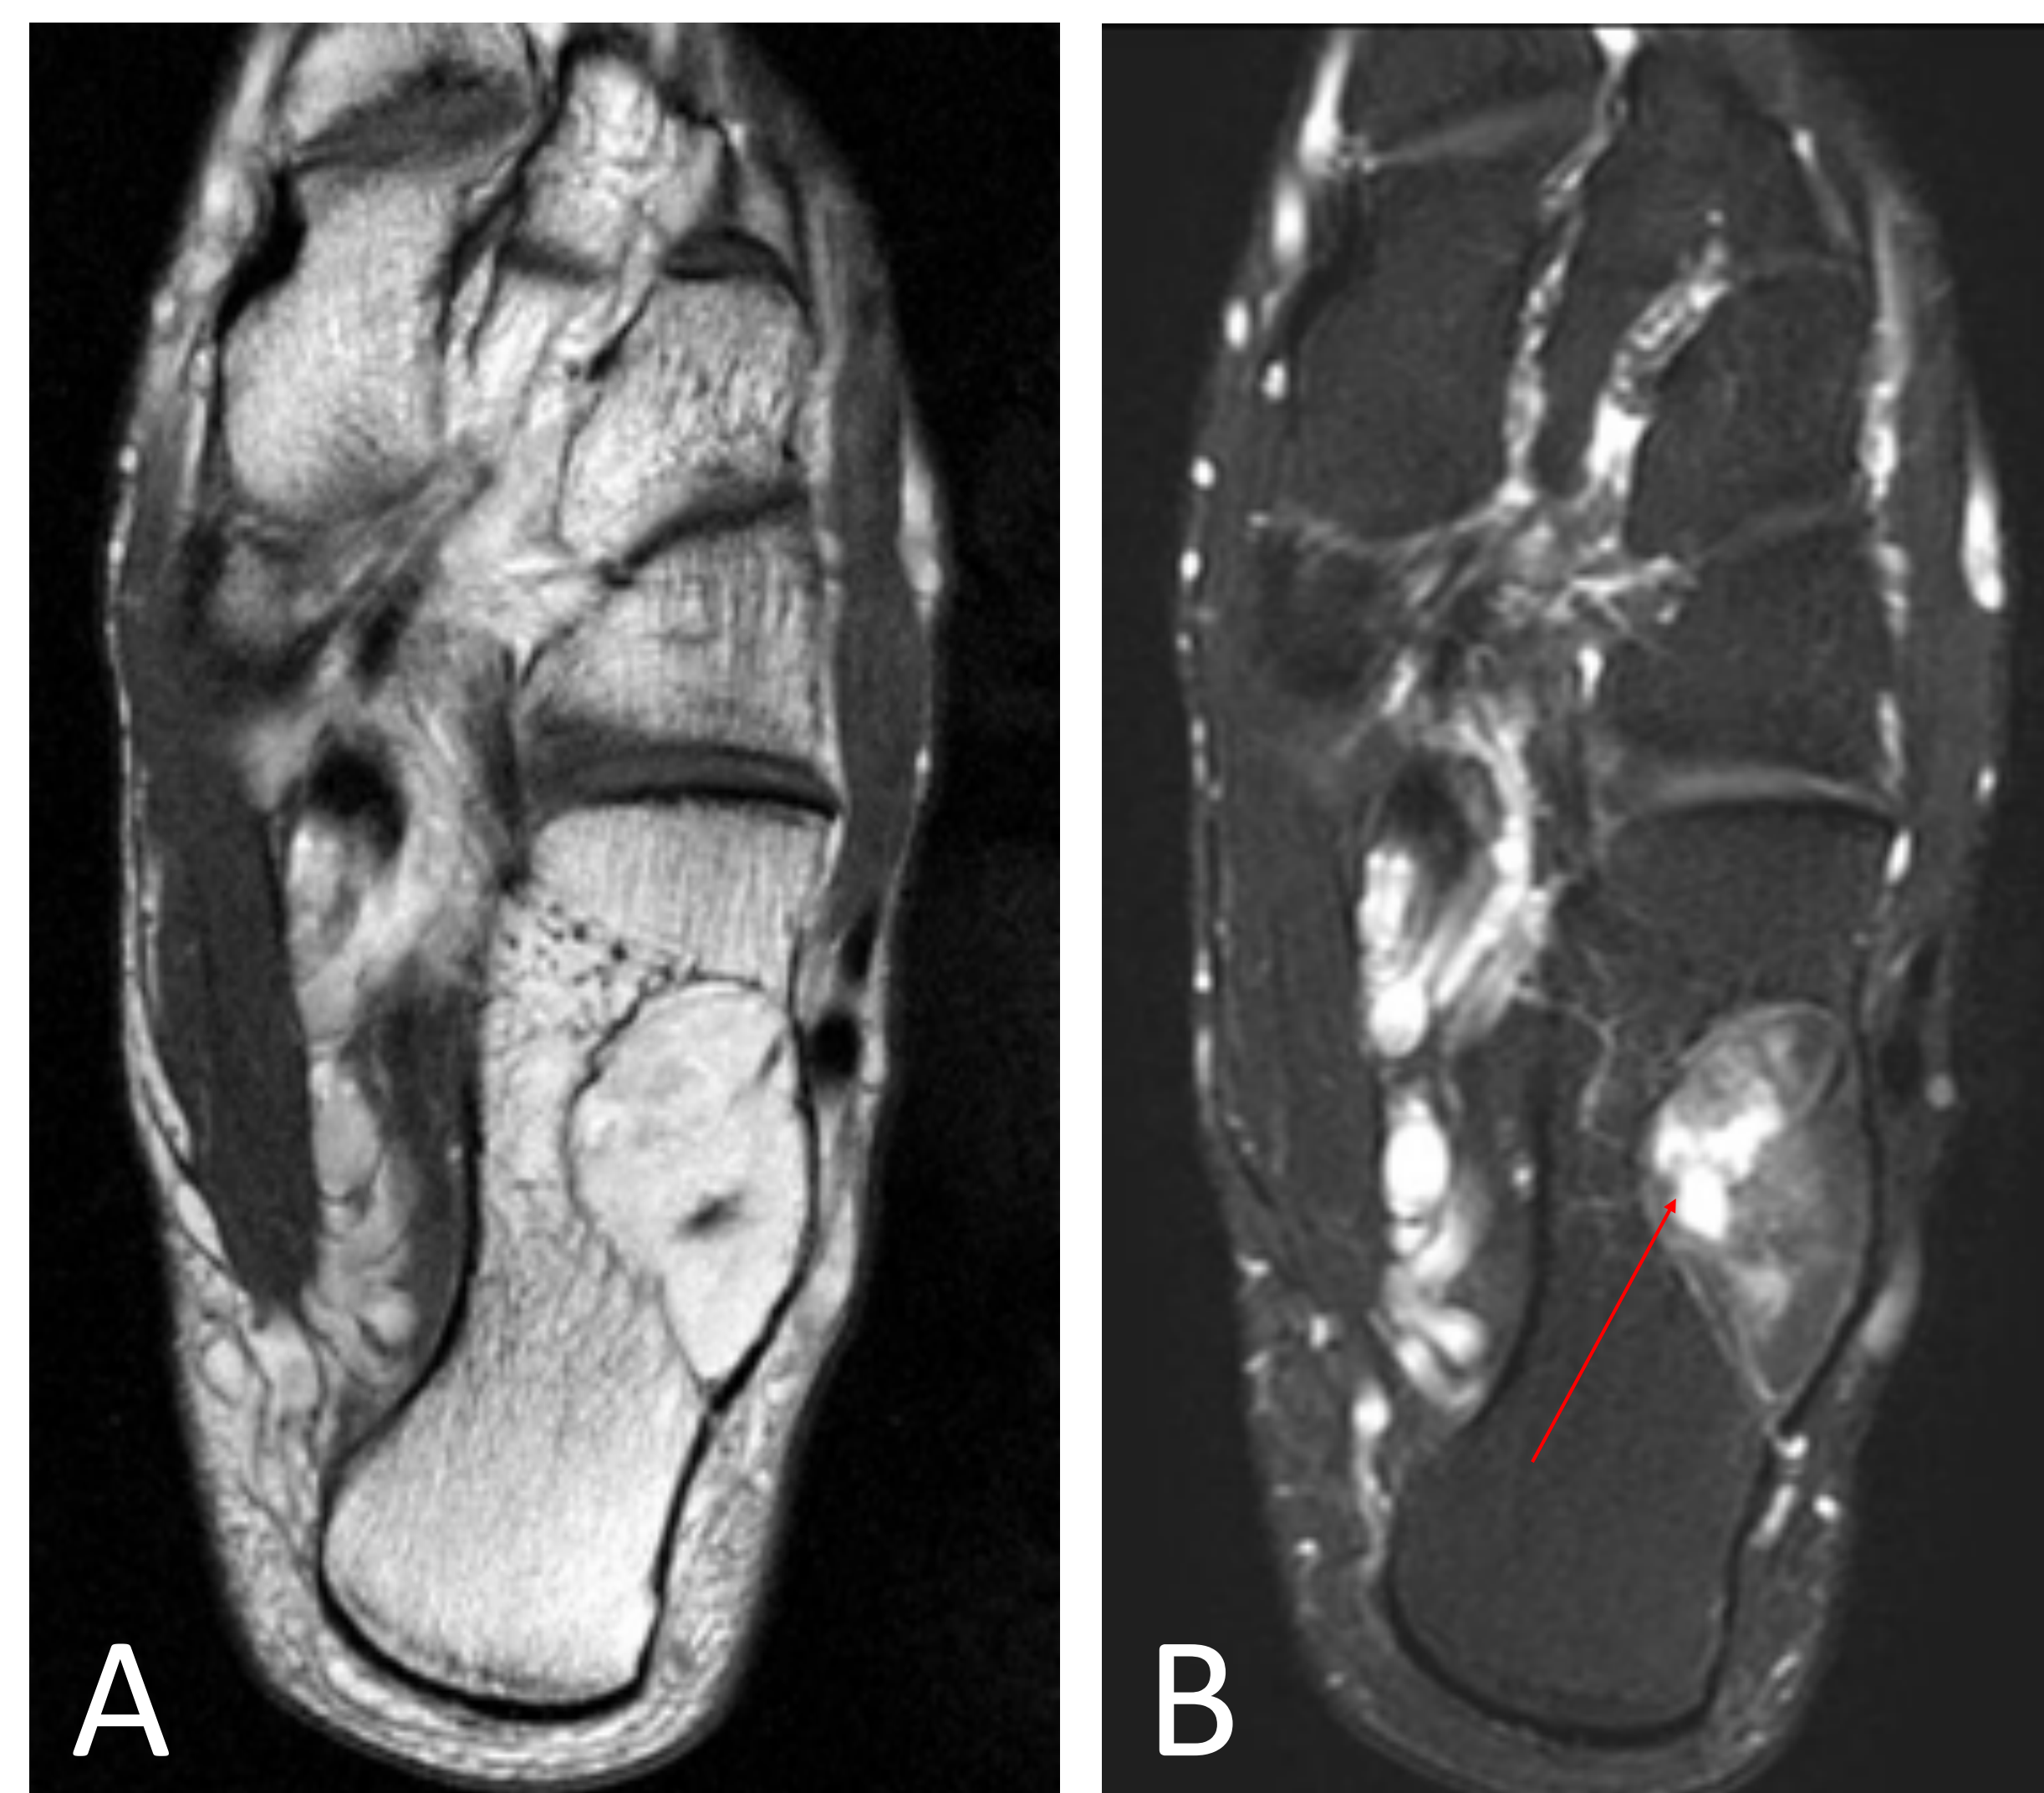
RM de tobillo-pie. Secuencias en eje largo T1 (A) y T2 con saturación grasa (B).
